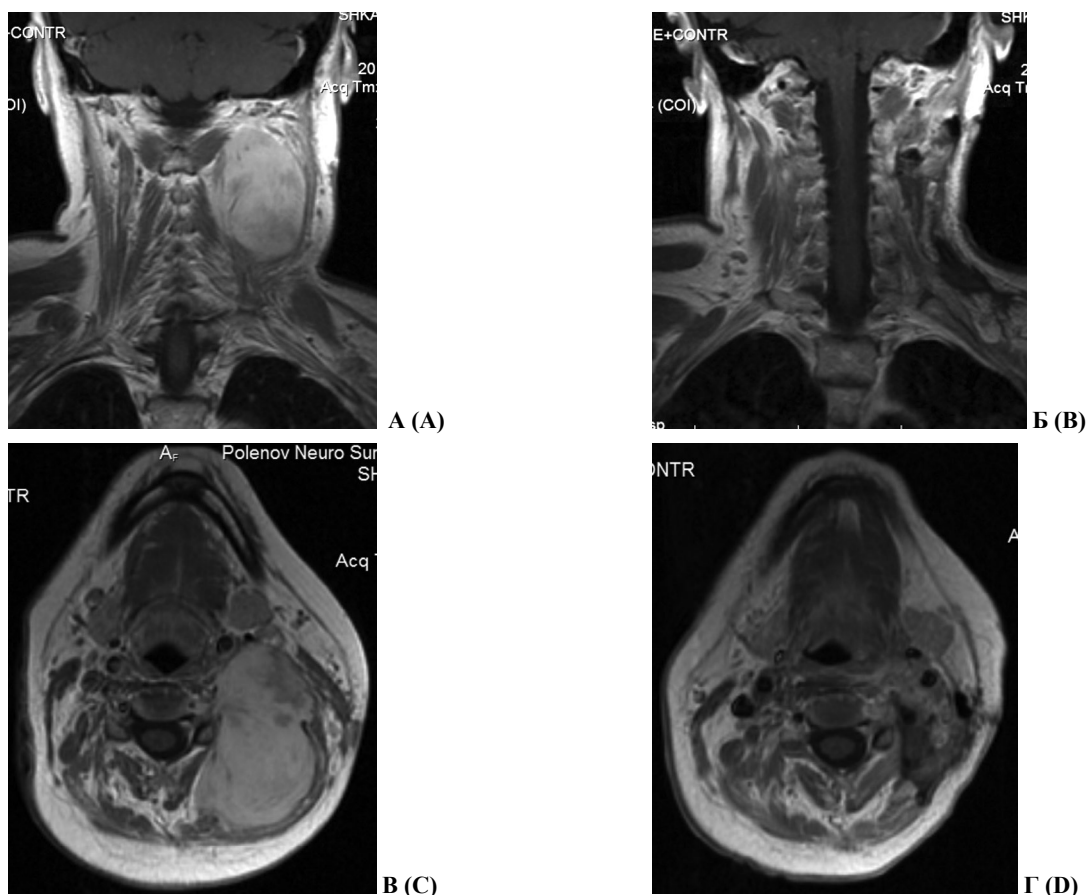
А. МРТ гигантская опухоль верхнего ствола левого плечевого сплетения до операции.
